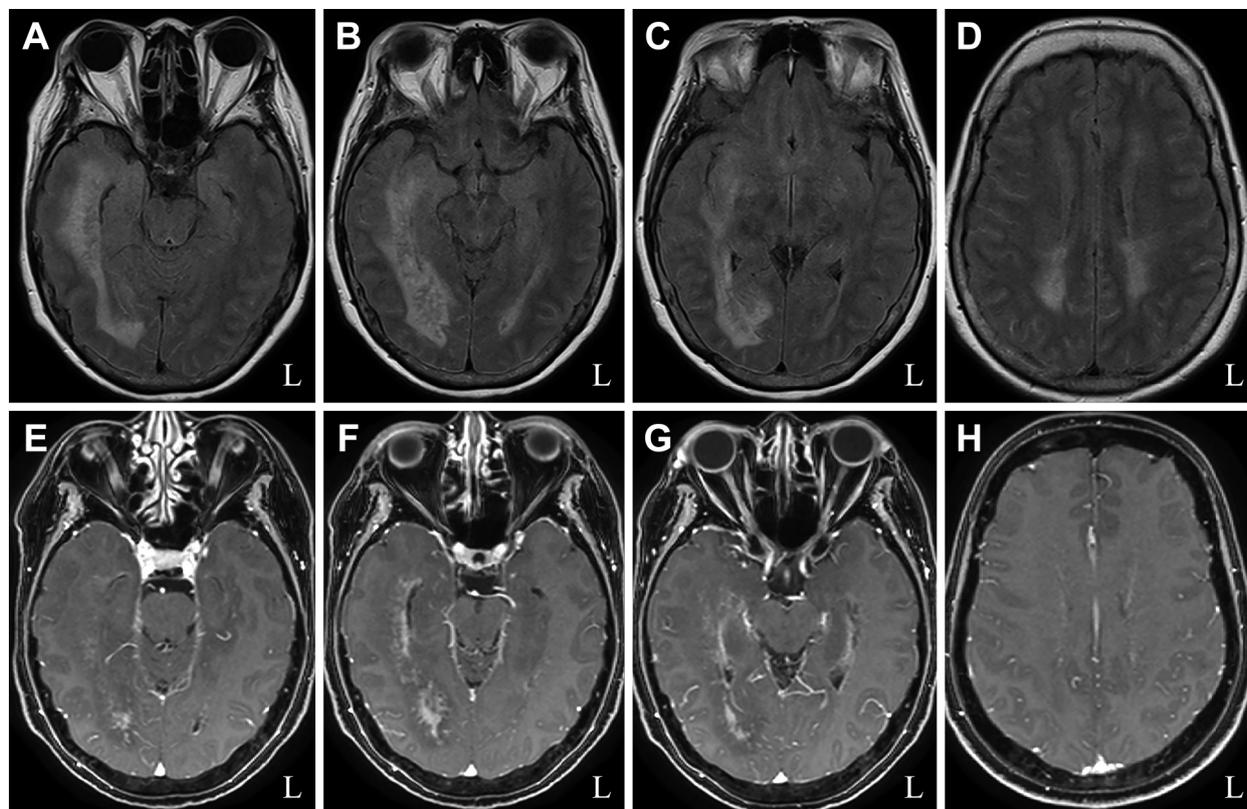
Brain MRI (1.5 T) findings on admission.
